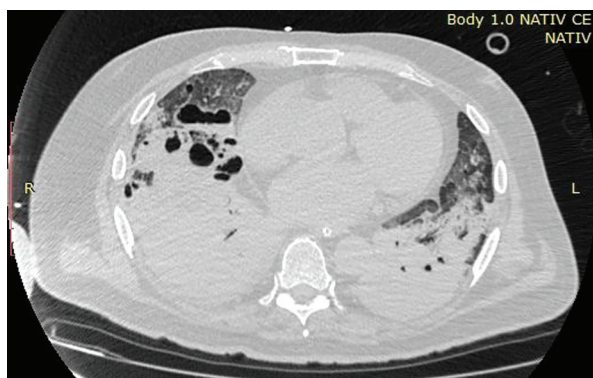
Компьютерная томограмма легких пациента Л. при поступлении в ФМБЦ им. А.И. Бурназяна (26-е сутки болезни).
